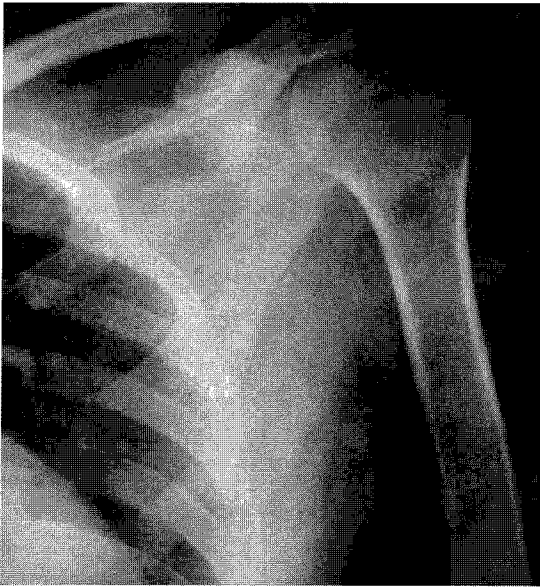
No bony changes on initial plain X-rays.
